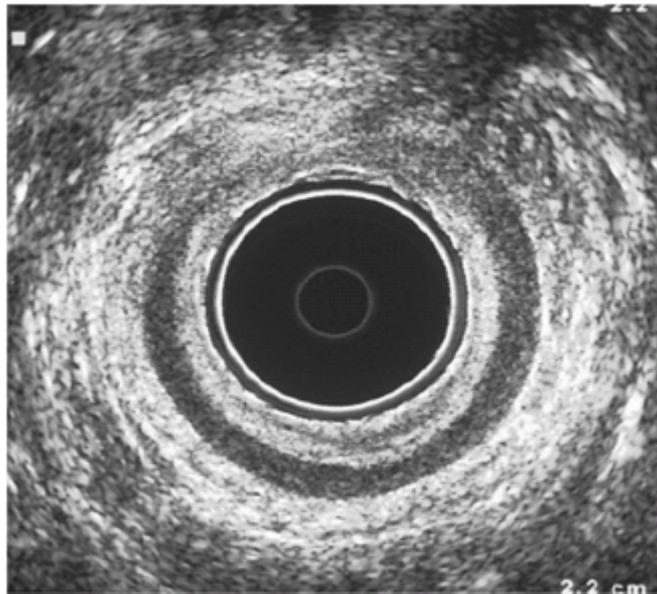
Imagen de ultrasonografía bidimensional endoanal de una disrupción del esfínter anal secundaria a lesión obstétrica.
